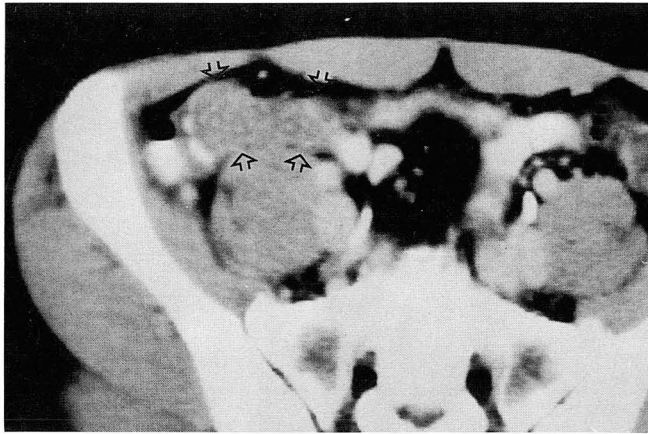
a. CT scan demonstrates a dumb-bell shaped soft tissue density mass(open arrows) in the right lower abdomen. There are multiple stippled high densities within the mass.
